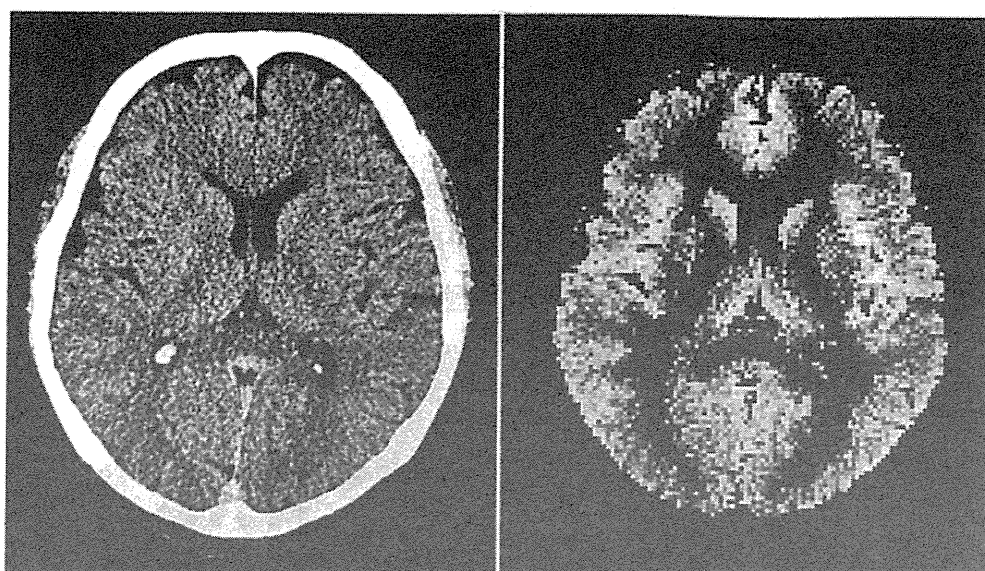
左は健常者のCT横断像, 右はこのCT画像から抽出した皮質画像の横断像
